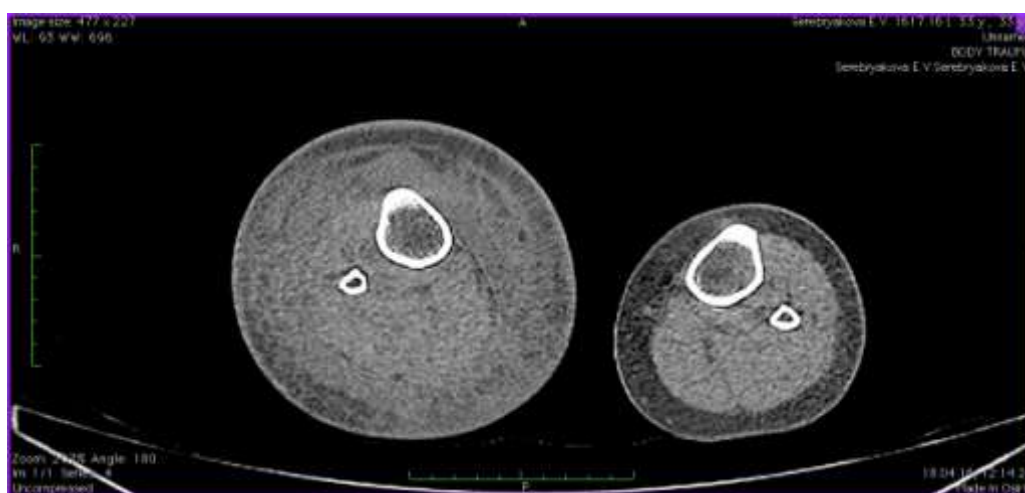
Компьютерная томограмма нижних конечностей пациентки 33 лет с первичной лимфедемой правой нижней конечности IV стадии до операции
